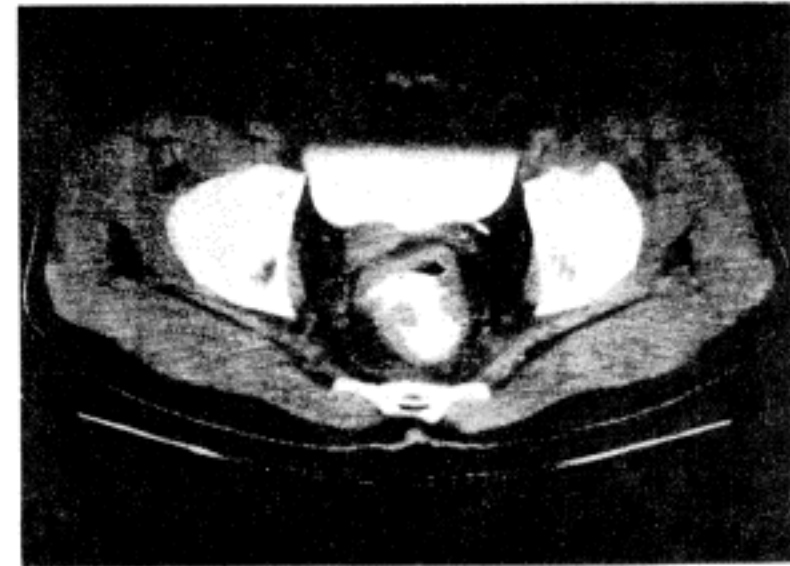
CT scan shows tumor mass invading perirectal fat.
